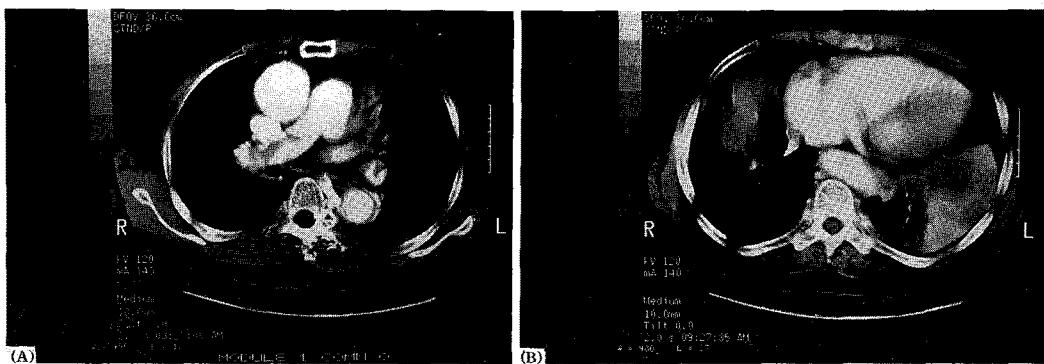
Chest CT shows (A) irregular filling defects in both pulmonary arteries and wedge shaped low density in the inferior trunk of the left pulmonary artery, and (B) lobar consolidation in the lingular division of the left upper lobe with air bronchogram and patchy consolidation in the anterior segment of the right lower lobe.
